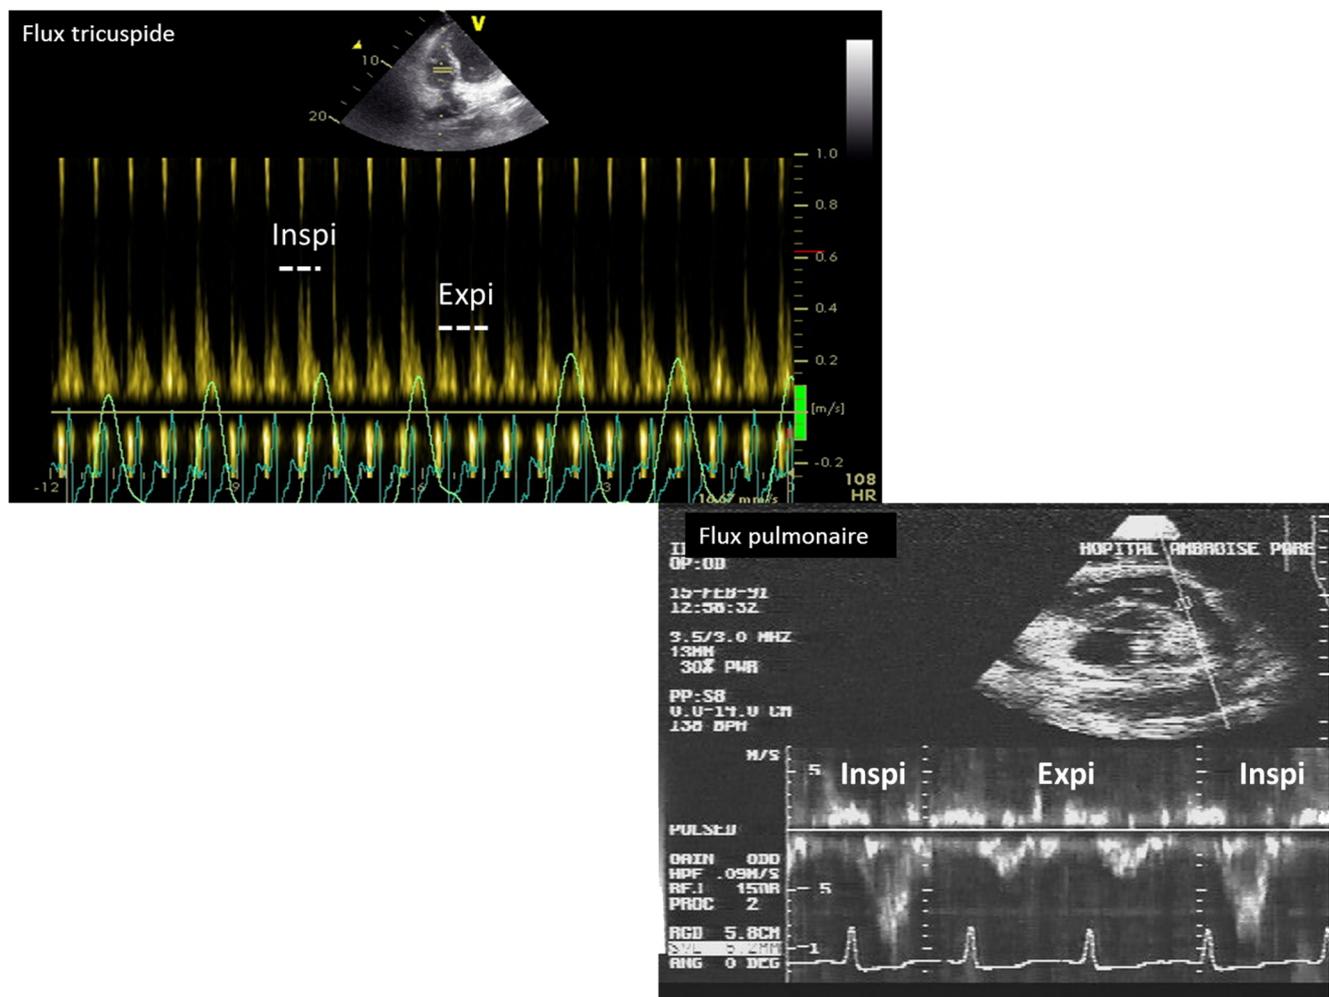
Variations respiratoires du flux tricuspide (haut) et du flux pulmonaire (bas) lors d’une étude en doppler pulsé chez un patient présentant une tamponnade. Lors de l’inspiration (Inspi), on observe une augmentation du retour veineux permettant de vaincre en partie la pression péricardique et donc de lever l’obstruction, à l’origine de l’augmentation du débit à travers la valve tricuspide et de la valve pulmonaire. À l’opposé, durant l’expiration (Expi), la pression péricardique s’oppose au retour veineux et est donc à l’origine de la diminution du débit à travers la valve tricuspide et la valve pulmonaire
